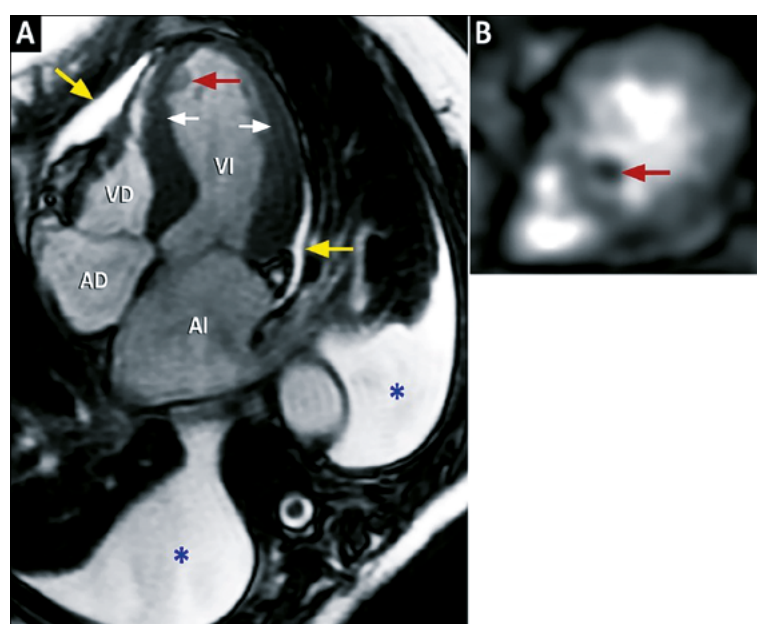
Resonancia magnética cardíaca en paciente con un síndrome de takotsubo típico. A) Imagen de cine-resonancia cardíaca al final de la sístole, visión de 4-cavidades. Se observa acinesia apical y medial del VI (entre Flechas blancas), edema pericárdico (Flechas amarillas), edema pleural (asteriscos azules), y un trombo apical (Flecha roja); B) Imagen luego de la administración de gadolinio endovenoso, muestra un defecto de perfusión (Flecha roja), que corresponde al trombo visualizado en la imagen A.
